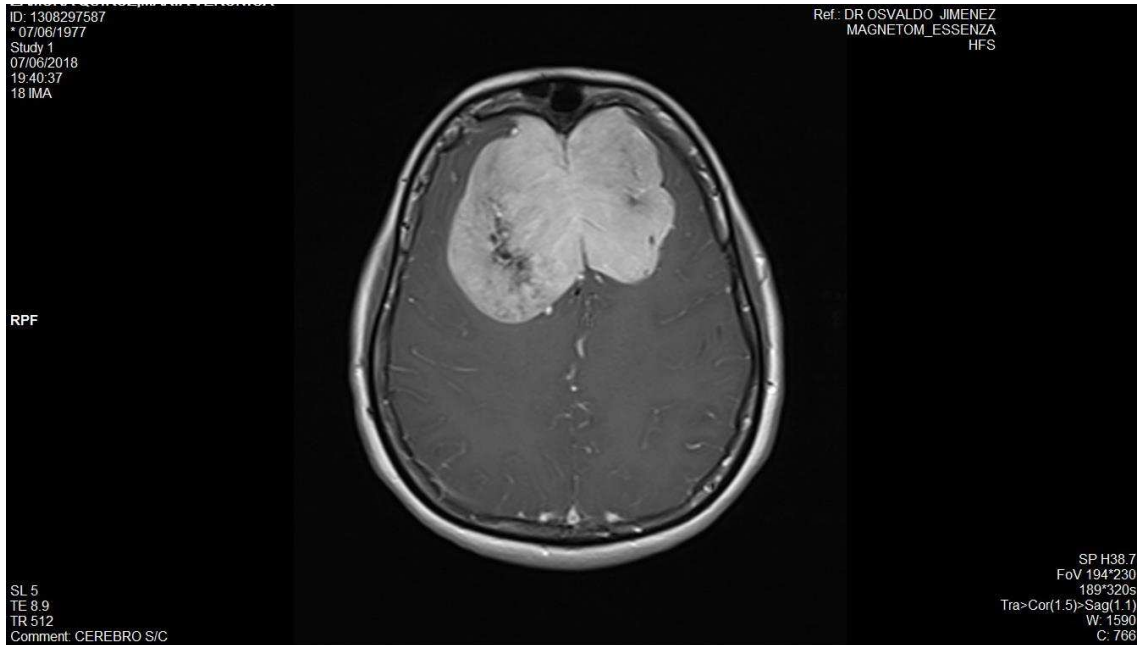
Imagen comparativa de resonancia magnética corte axial en t1 con inyección de contraste, lesión ocupativa del lóbulo frontoparietal de bordes irregulares en el hemisferio derecho y altamente vascularizada en el hemisferio izquierdo. Desplazamiento de la línea media y presión vascularización general normal.
